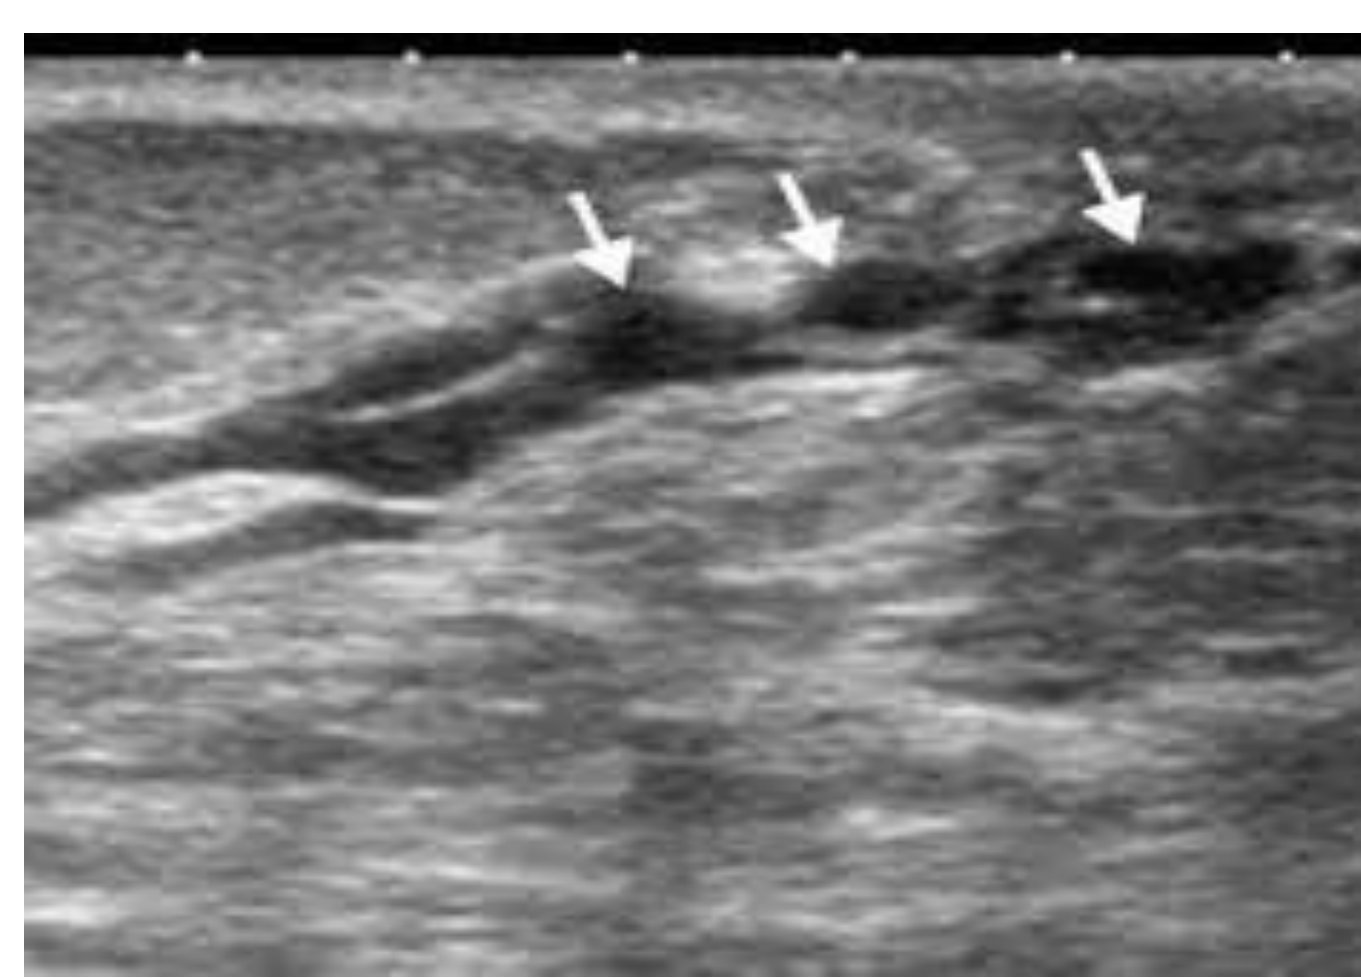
Ectasie des canaux galactophores à l'échographie
